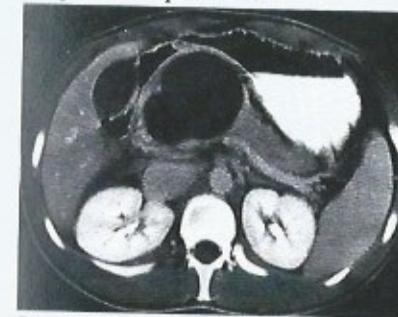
КТ снимок. Определяется толстостенная псевдокиста.
